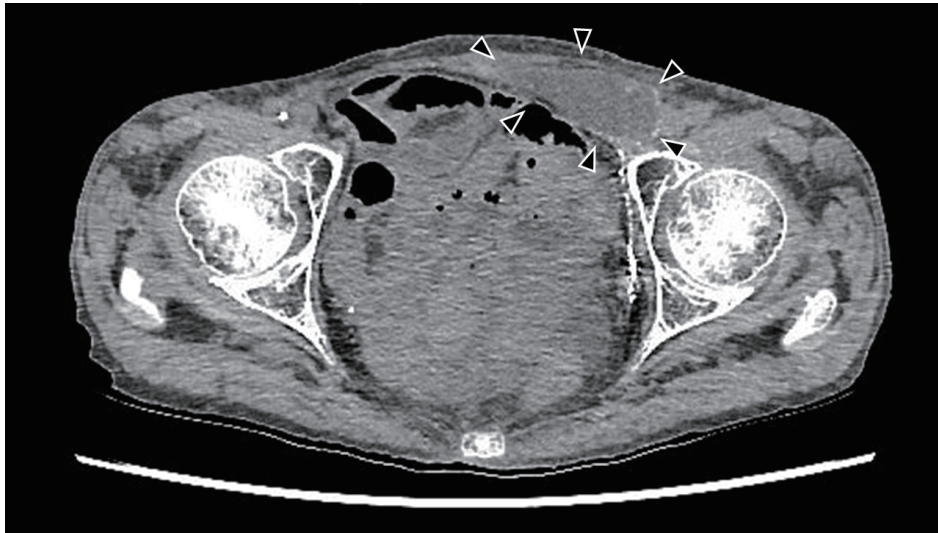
胸腹部造影 CT 検査所見 (リンパ管造影後 3 週頃)
